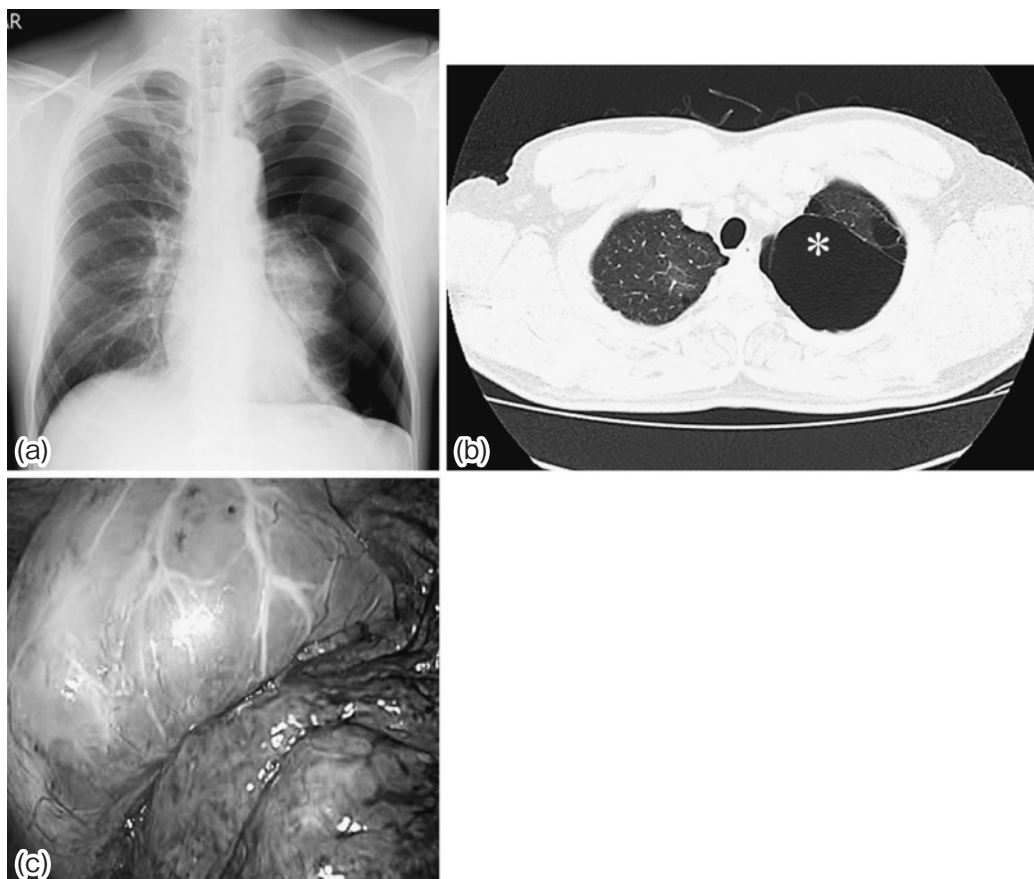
Case 2. (a) Chest X-ray on admission shows left spontaneous pneumothorax. (b) Preoperative chest computed tomography for pneumothorax detection shows no evidence of carcinoma around the bullous region. Asterisk (*) indicates the bullous lesion at the apex of the lung. (c) The bullous lesion observed at the apex of the lung in Case 2 during surgery.
